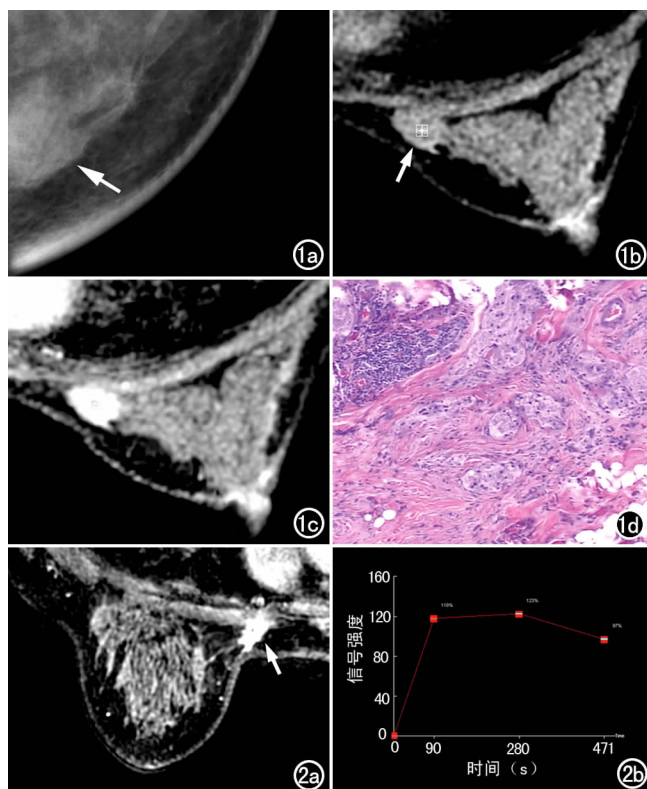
左乳 GCT。a) 乳腺 X 线片示左乳内下象限等密度结节, 后缘未显示(箭)。b) MRI 平扫示左乳内上象限椭圆形等信号肿块(箭); c) 增强示左乳肿块增强后明显均匀强化, 边缘不规则, 见少许毛刺; d) 镜下示肿瘤细胞较大, 核仁清楚, 胞质丰富, 向周围浸润性生长(×400, HE)。
